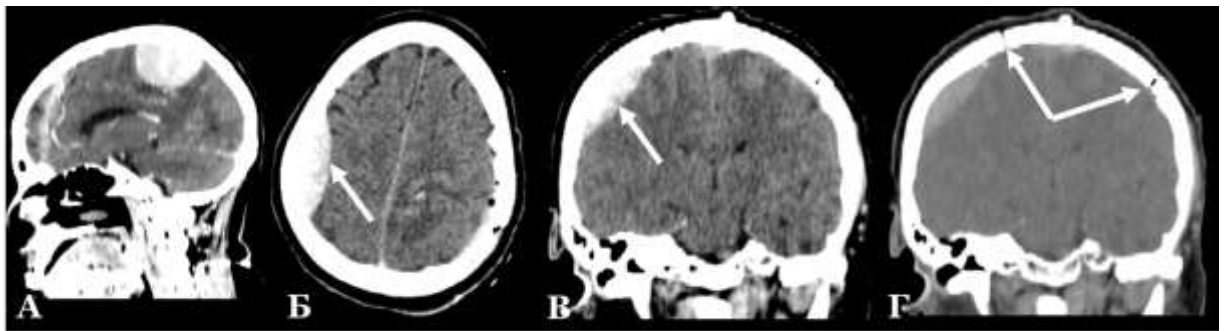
Малая внепроекционная смежная ЭДГ правой теменной области после удаления менингиомы стенки средней трети ВСС слева, жен, 57л. (М-ко Н.Н., и/б № 58595/2020). А – предоперационное КТ головного мозга с контрастированием, сагиттальный срез. Б, В – КТ головного мозга, 1-е сутки после операции, аксиальный и коронарный срезы. Стрелкой указана пластинчатая малая ЭДГ справа в теменной области, которая начинается от края трепанационного окна и распространяется в противоположную сторону. Г – КТ головного мозга, 1-е сутки после операции, коронарный срез, режим визуализации костных структур. Стрелкой указаны края трепанационного окна
